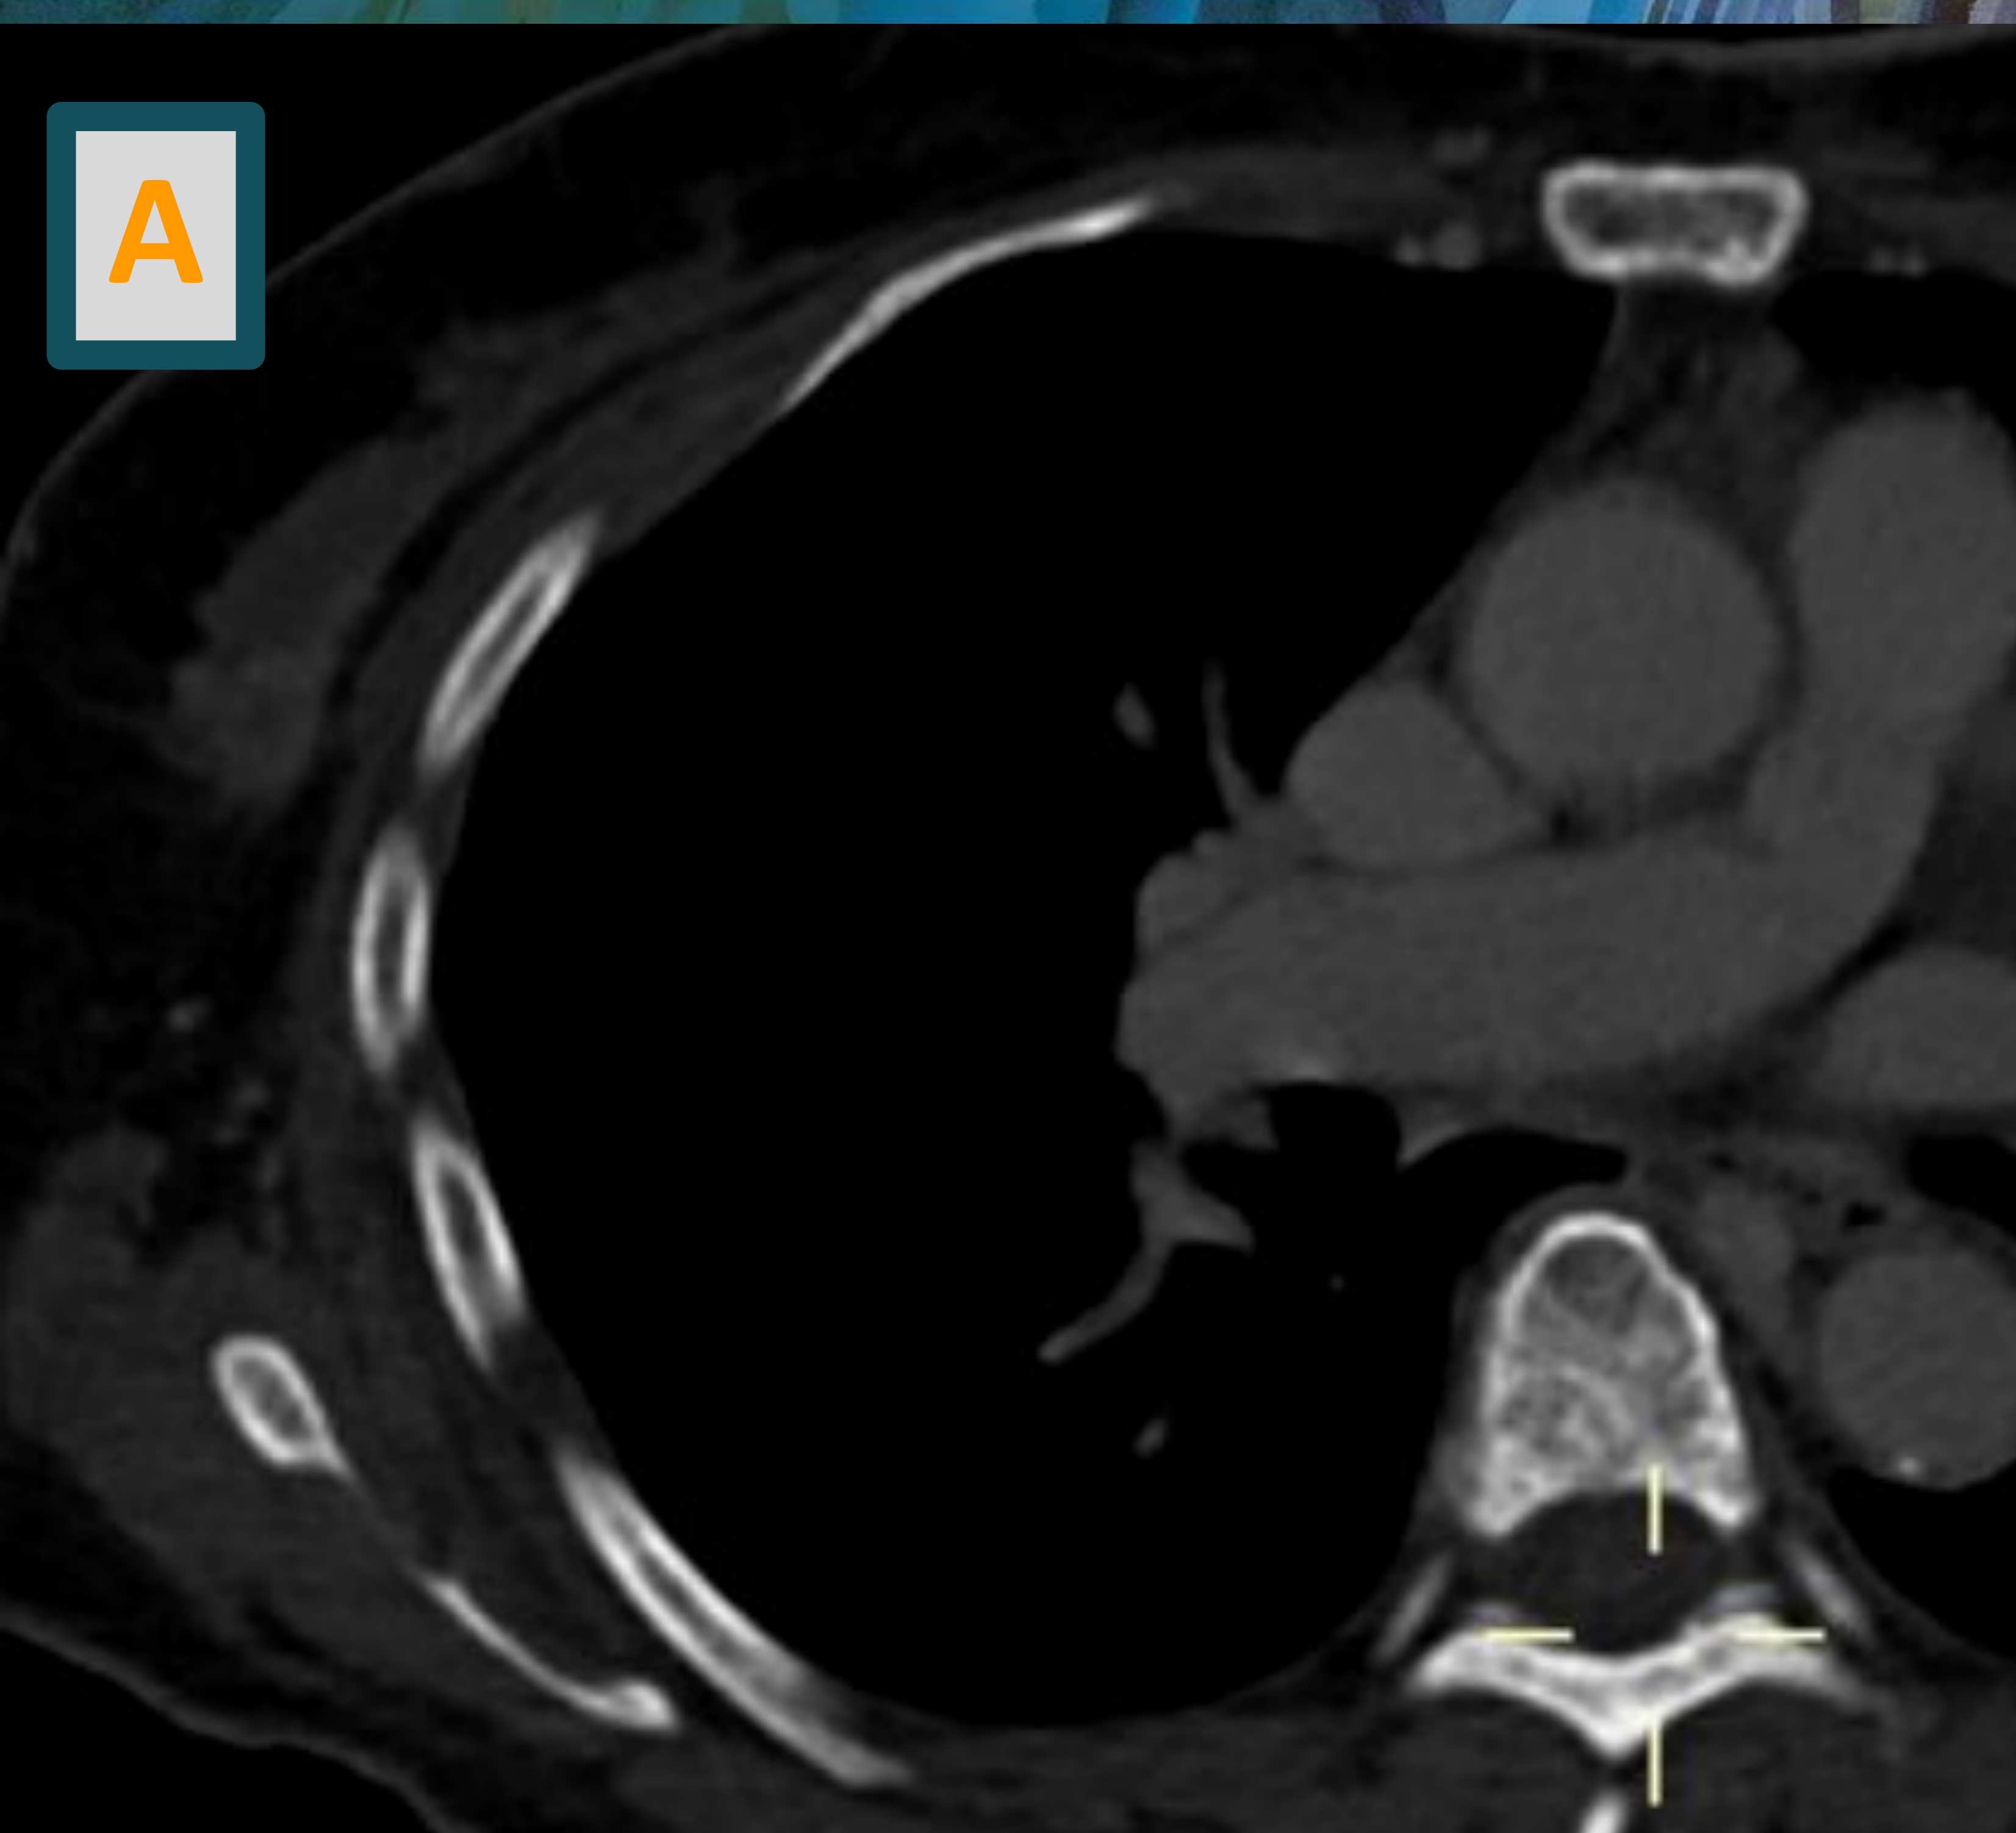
A y B : PET TC que evidencia de compromiso focal hipervascularizado (A) de aspecto neofornativo primario en CSE de mama derecha que muestra actividad metabólica (B).
